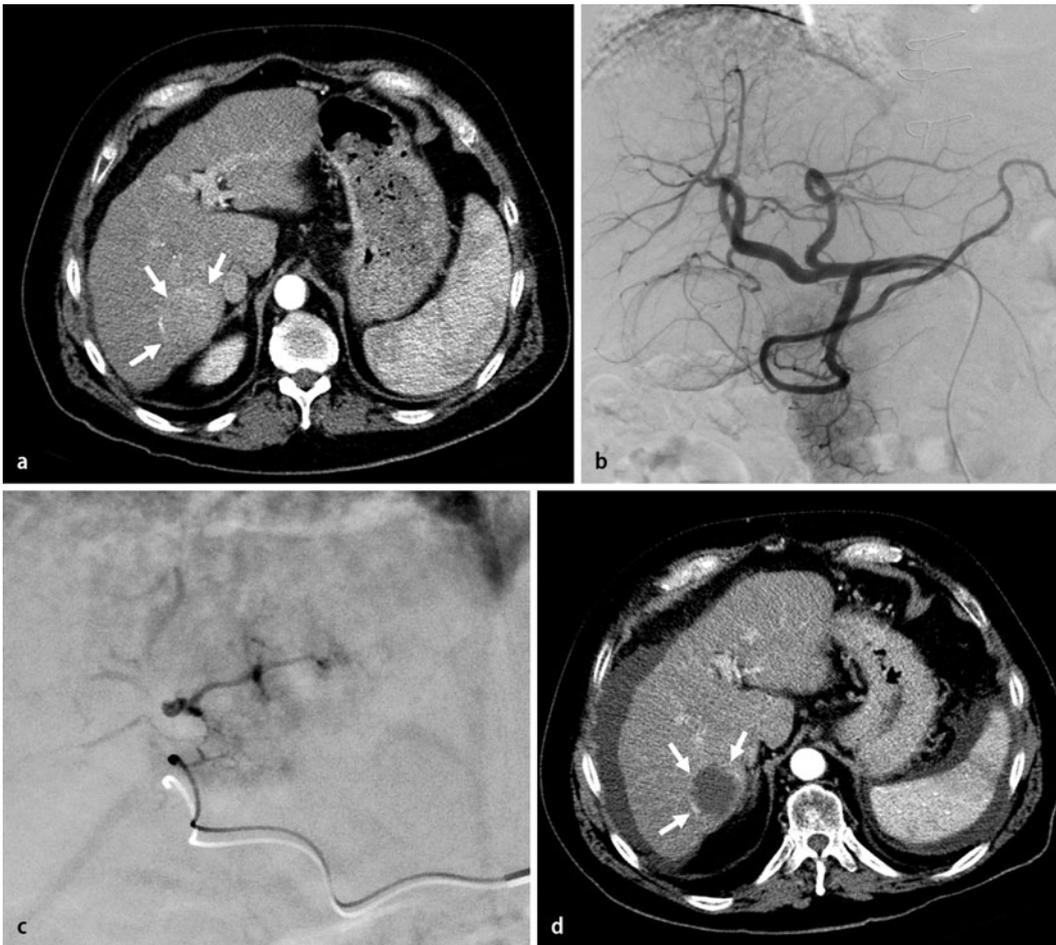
▲ 63-jähriger Patient mit einem 3,4 cm messenden HCC (a, Pfeile). Aufgrund der Komorbiditäten wurde der Patient als inoperabel eingestuft. Eine perkutane Intervention wurde seitens des Patienten abgelehnt und es erfolgte eine DEB-TACE. Nach Anfertigung einer Übersichtsangiographie (b) wurde die tumorversorgende Subsegmentarterie selektiv mit einem Mikrokatheter sondiert (c) und mit 2 ml von 100 µm durchmessenden mit Doxorubicin beladenen, medikamentenfreisetzenden Partikeln embolisiert. Die Kontroll-CT 3 Monate nach der Intervention zeigt keinerlei vitalen Resttumor (d, Pfeile). HCC hepatozelluläres Karzinom, DEB „drug-eluting beads“, TACE transarterielle Chemoembolisation
